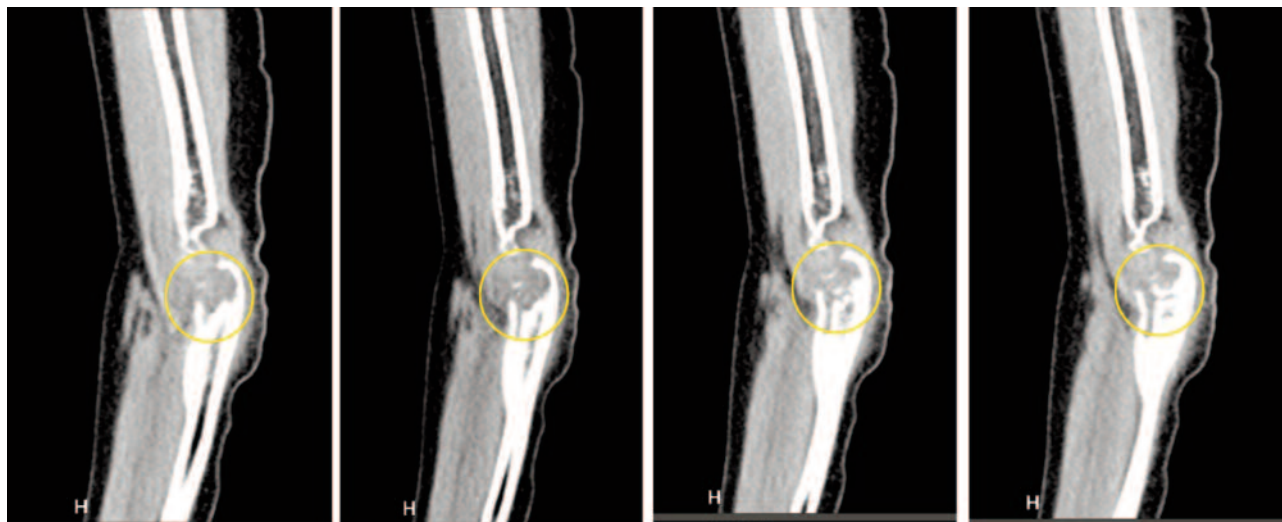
Tomografia computadorizada do cotovelo direito.
